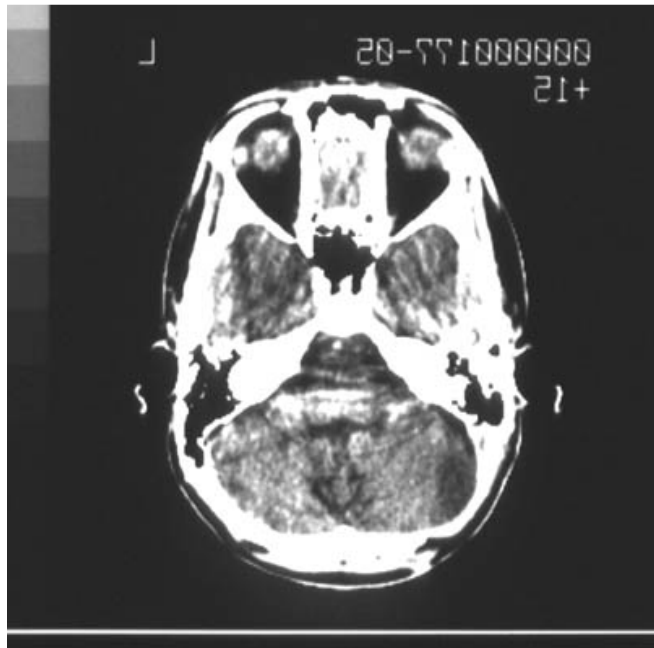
в) Магнитно-резонансная томограмма больной М., спустя 6 месяцев после радикального удаления астроцитомы ММУ.
